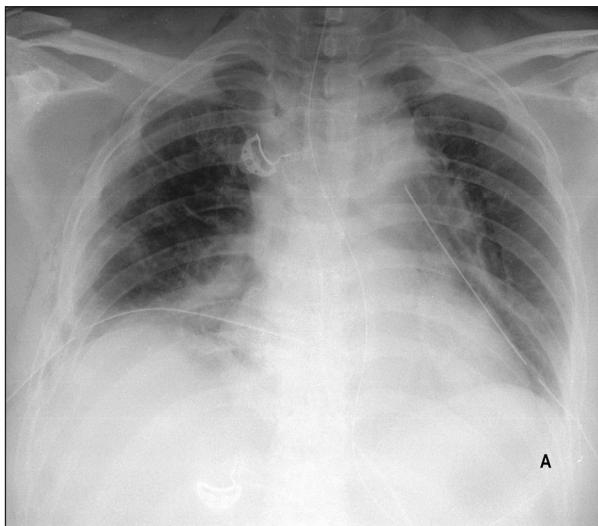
A. Radiographie thoracique. Notez l’élargissement du médiastin supérieur et la déviation de l’œsophage repérée par le trajet de la sonde naso-gastrique. B. Tomodensitométrie: coupe axiale. C. Tomodensitométrie coupe sagittale, reconstruction MIP. Notez les épanchements pleuraux bilatéraux et l’hématome médiastinal.
